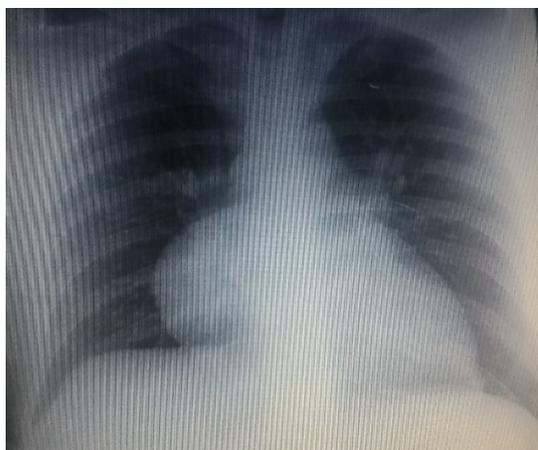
Radiografía de tórax que evidencia ensanchamiento mediastinal
